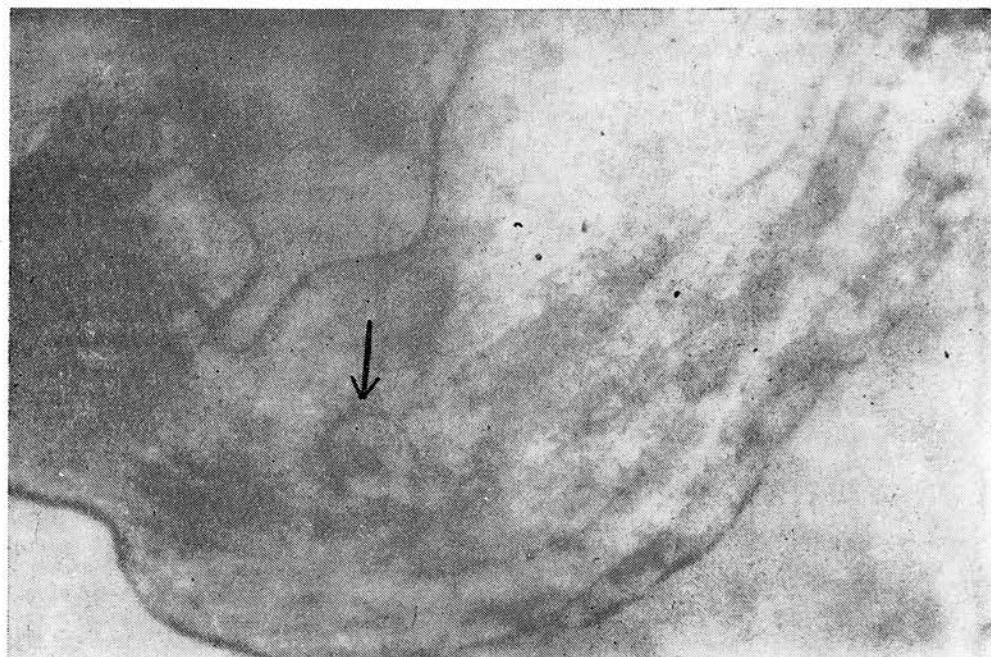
Рентгенограмма желудка больной Д. Небольшое валикообразное возвышение слизистой задней стенки антального отдела желудка с симптомом « пятна » в центре. Фиброгастроскопически определяется эрозия.
